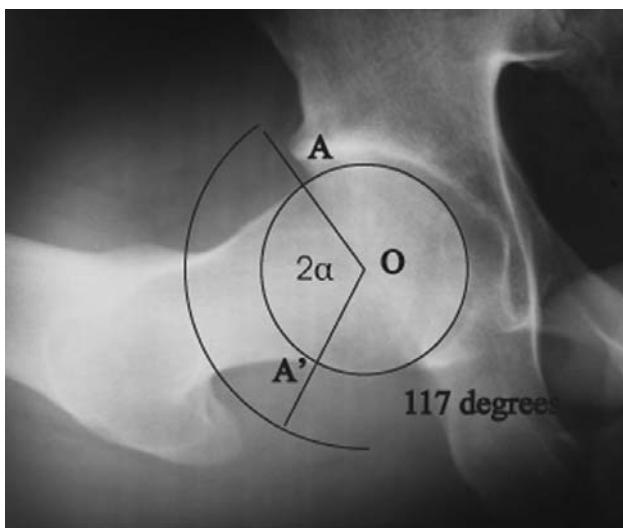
Merenje ugla 2α na DUNN90 radiografskim snimcima kukova u kontrolnoj grupi ispitanika
